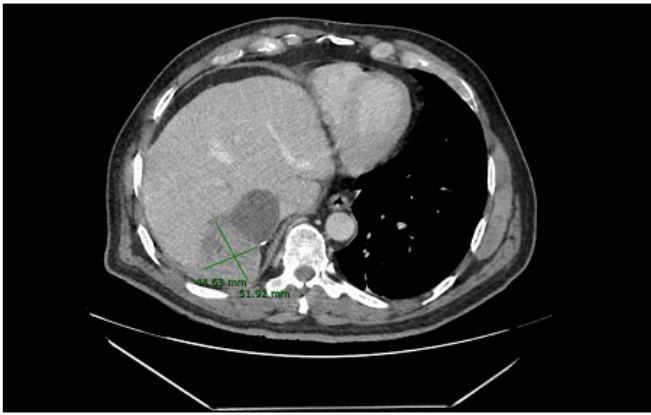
TC abdominal con contraste iv. Hepatopatía crónica en fase cirrótica. En segmento VII quiste hidatídico inactivo; y en VII-VI masa hepática de contorno externo impreciso de 51x52x34mm de tamaño, sospechoso de malignidad.
